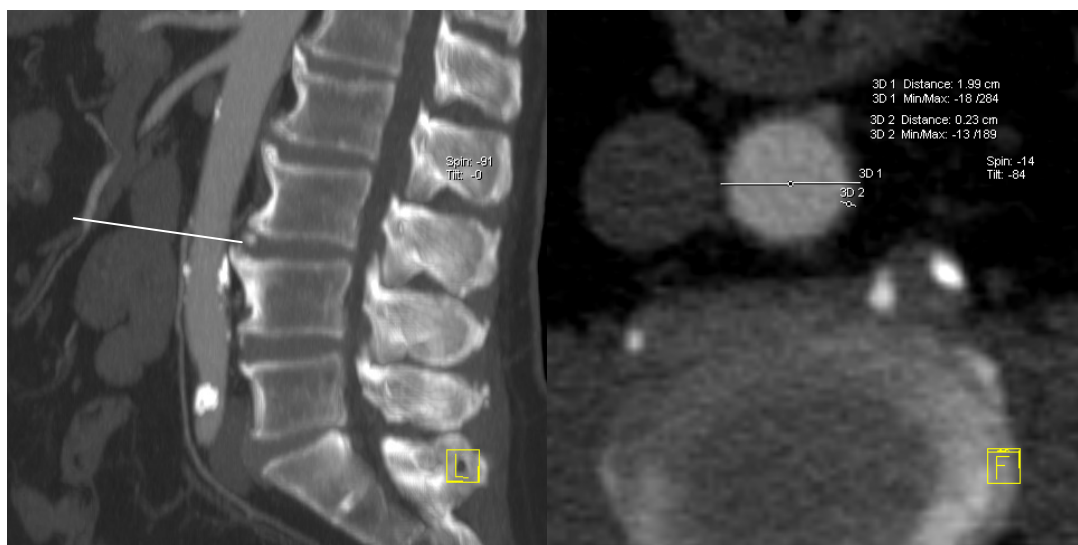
Mjerenje promjera i debljine stijenke descendente torakalne aorte (a) na kosom CT presjeku okomitom na stijenku aorte u razini intervertebralnog prostora Th8-Th9 (b).
